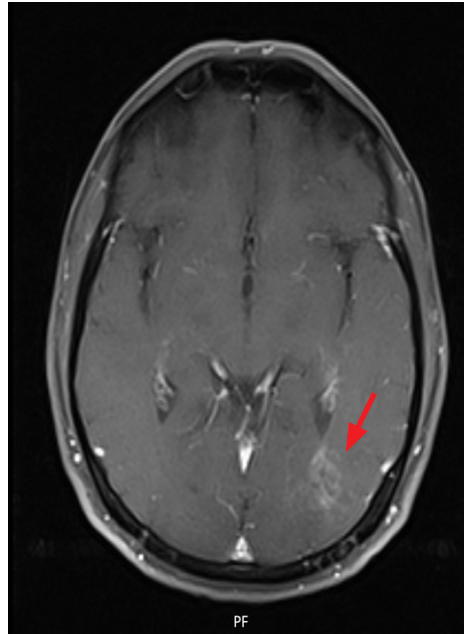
İlk yapılan MRG.
